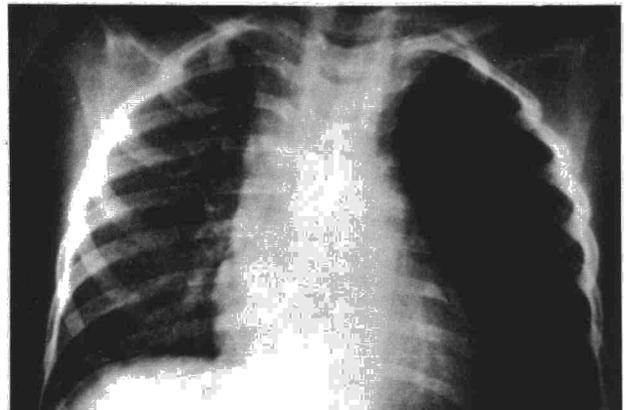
Radiografía PA de tórax. Hiperclaridad del pulmón izquierdo.
